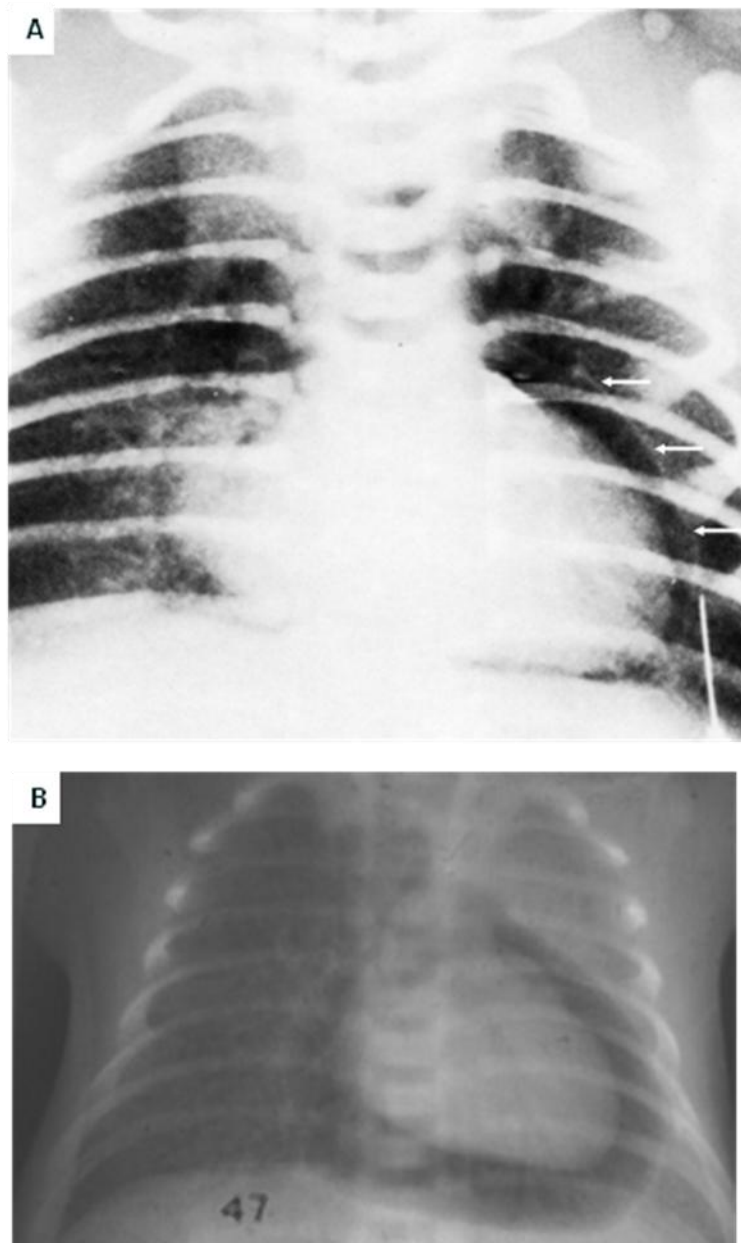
29. Dos radiografías AP de tórax, neonatos con neumopericardio. A. Se observa una delgada línea (flechas) extendiéndose por el borde cardíaco izquierdo, corresponde al pericardio delimitado por el aire del mediastino y el contenido dentro del saco pericardico. B. El aire delimita el corazón sin extenderse por arriba de los grandes vasos.
